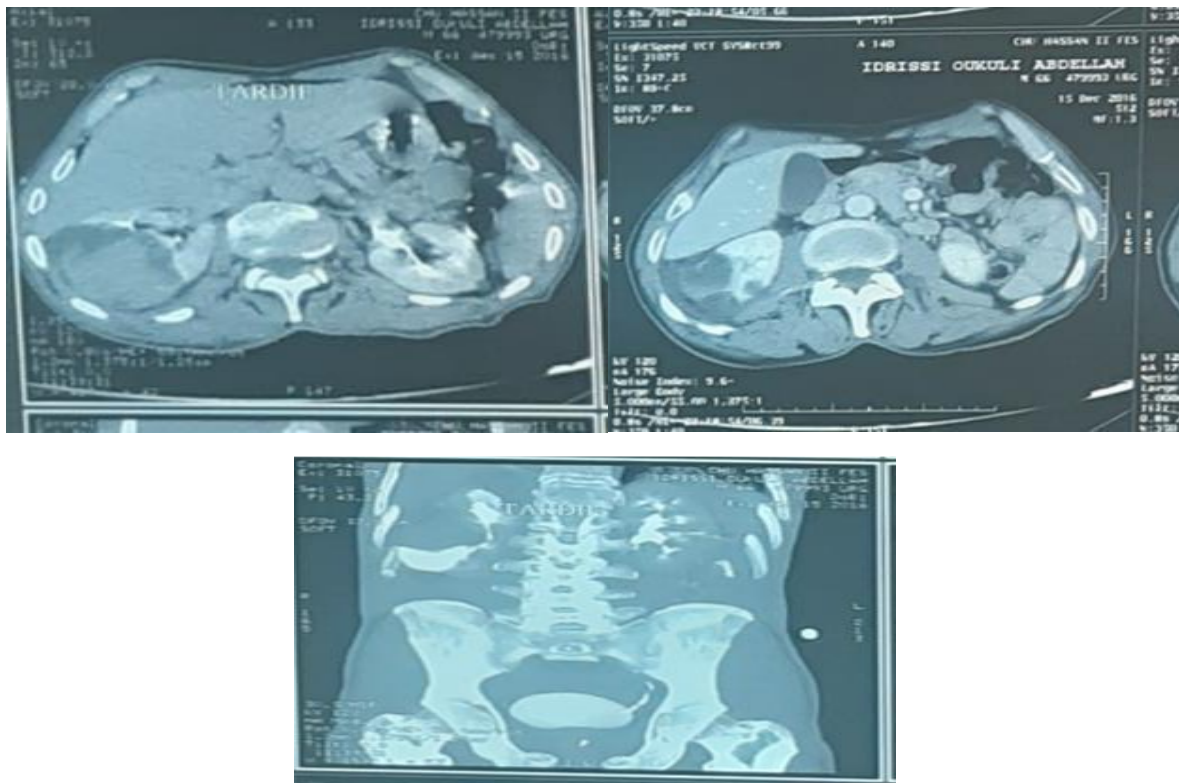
TDM abdominopelvienne (CHU HASSAN II de FES)
